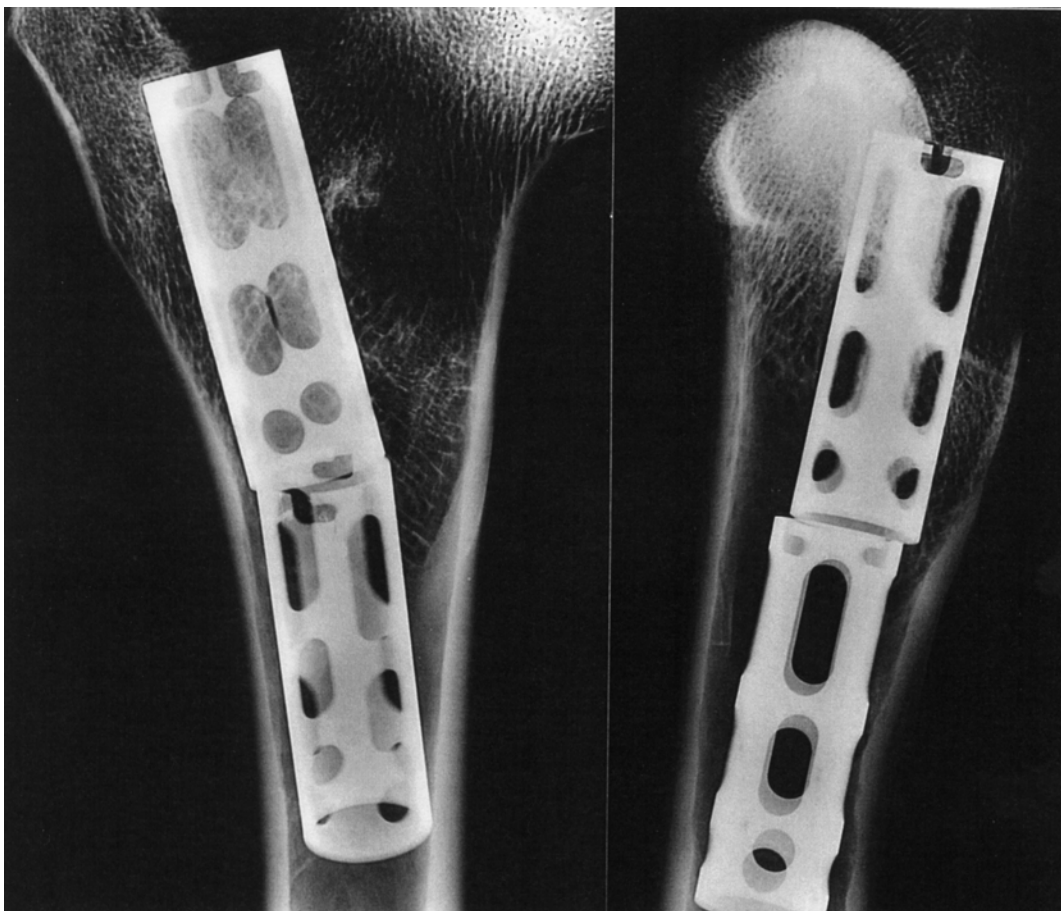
Direktradiographische Vergrößerungsaufnahme des Femurpräparates Nr. 7 im antero-posterioren (a, links) und axialen (b, rechts) Strahlengang
